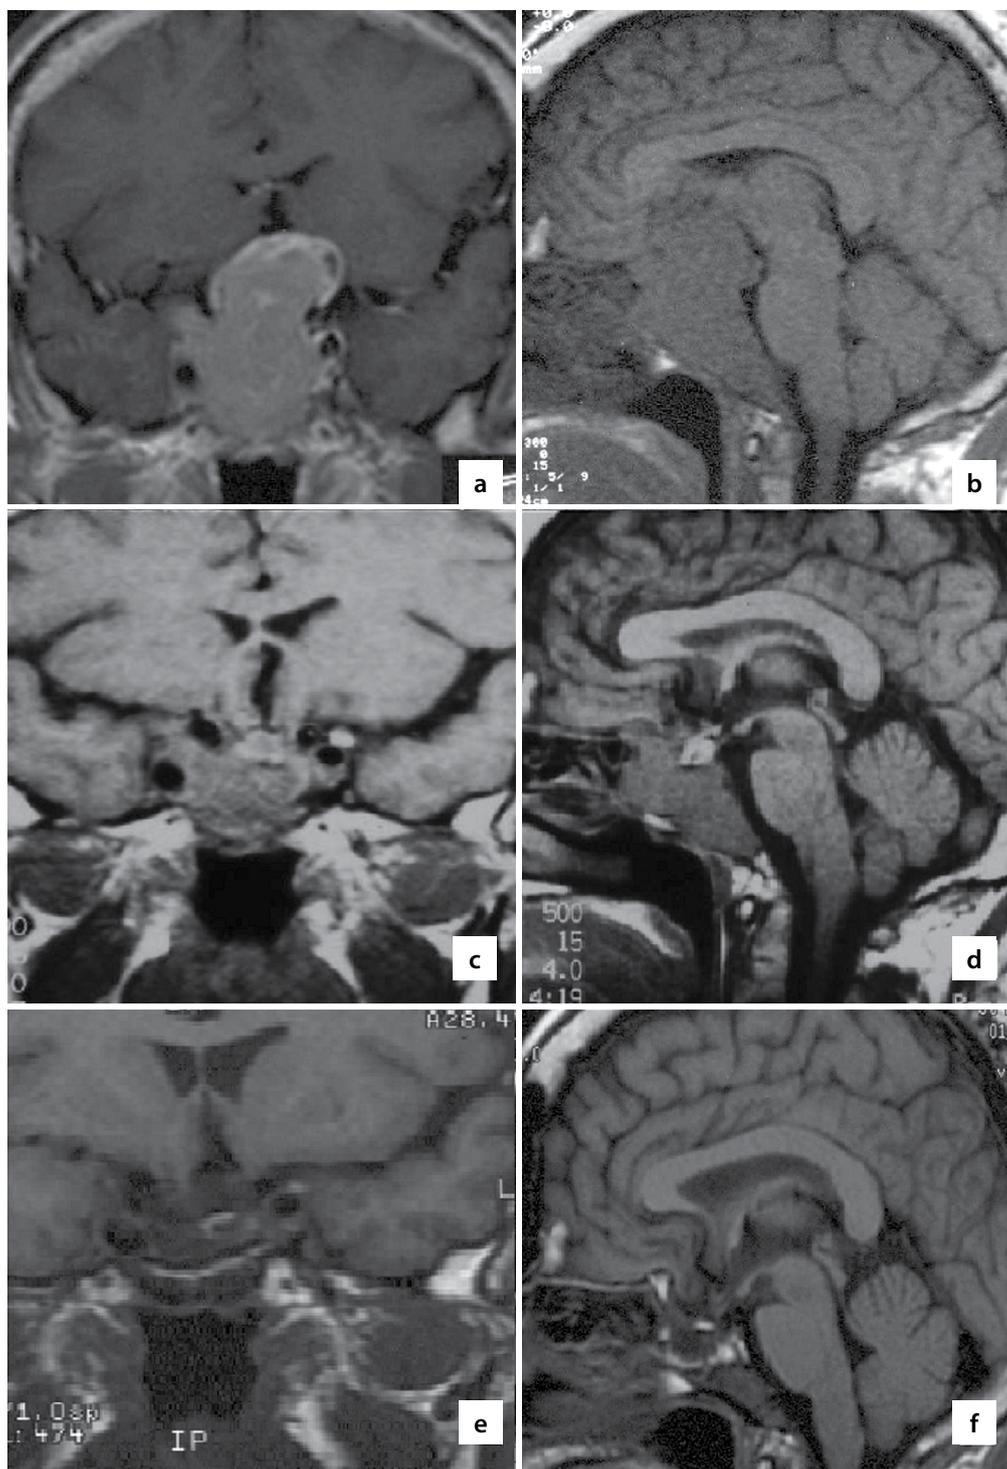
МРТ во фронтальной и сагиттальной проекциях.
